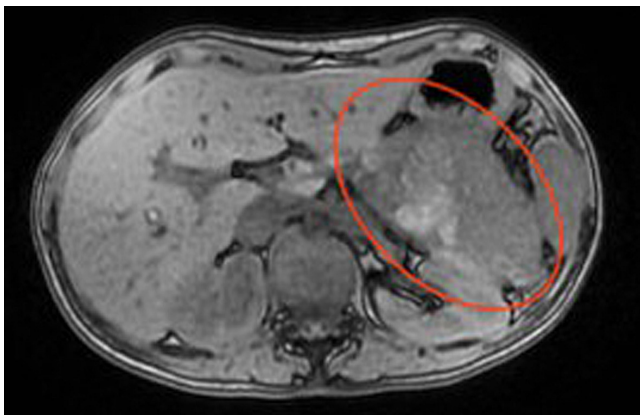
RMN de abdomen con contraste. Fuente: archivo de los autores.
